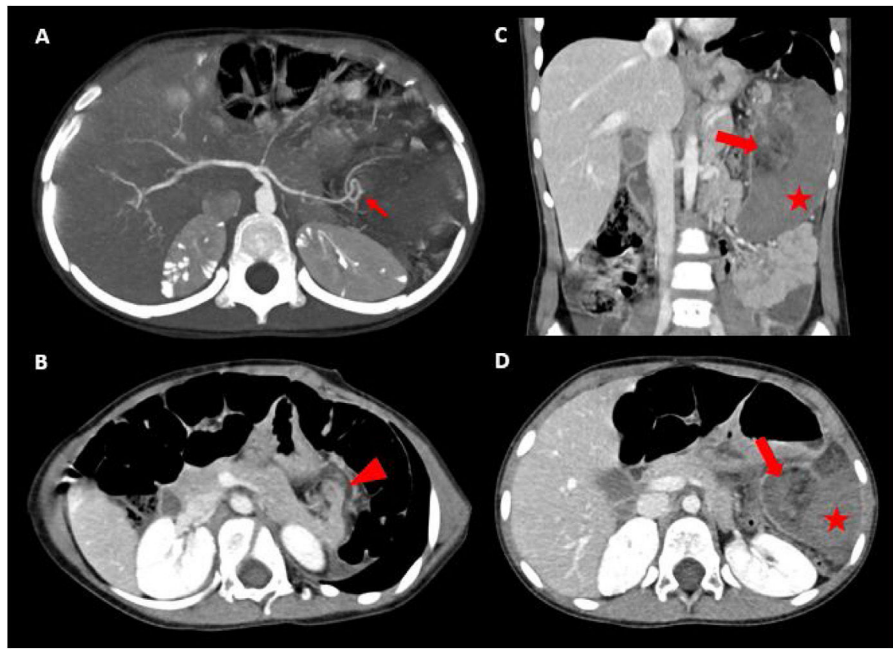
TC de abdomen y pelvis con contraste en las fases arterial (A) y venosa portal (B-D). A) Imagen de fase arterial que muestra la arteria esplénica torsionada al nivel del hilio (flecha roja). B) Imagen que muestra el desplazamiento anterior de la cola del páncreas por la tracción torsional (punta de flecha roja). C y D) Imágenes que muestran un área nodular heterogénea con contenido graso en el hilio esplénico compatible con hilio torsionado (flecha roja) y bazo agrandado con disminución difusa de la densidad asociada a infarto masivo (estrella roja).
